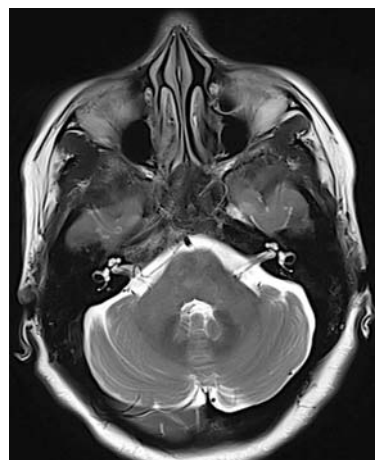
Resonancia magnética en corte axial, secuencia T2 Cubo. Corte con énfasis ganglio geniculado del nervio facial y cóclea. Imagen cortesía del Departamento de Neuro radiología e imagen y del Departamento de Terapia Endovascular Neurológica del INNN.
